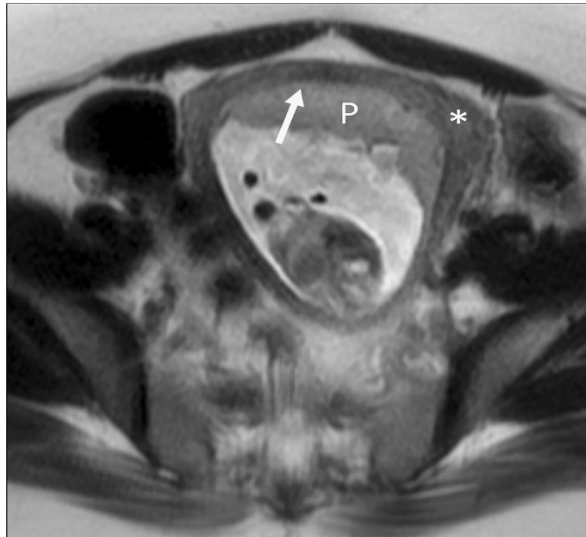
IRM montrant un placenta normal (P) [39].
